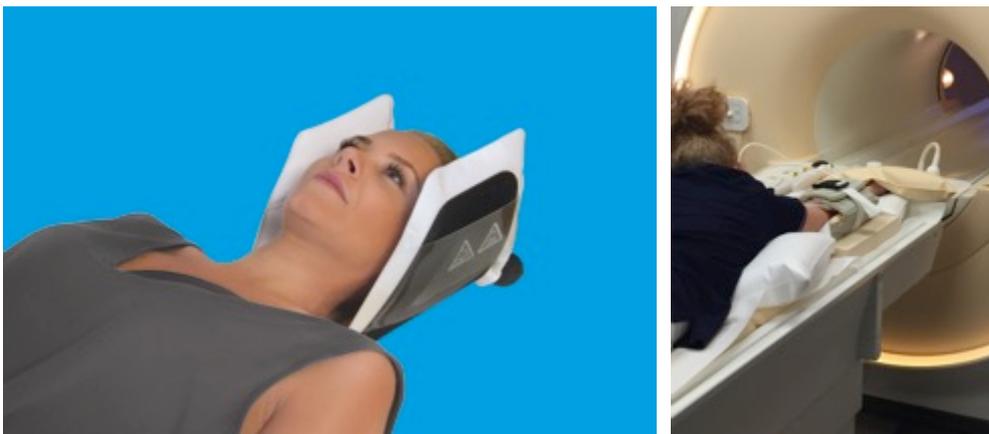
Anwendungsbeispiele Patientenlagerung: Die Kombination geeigneter Lagerungshilfen ist entscheidend für eine stabile und komfortable Patientenlagerung. Bild 1: Computertomographie: Kopffixierung mit dem CT HeadFix in Schale. Bild 2: Superman-Position: Kombination aus MULTIPAD, PearlFit und Sandsack
